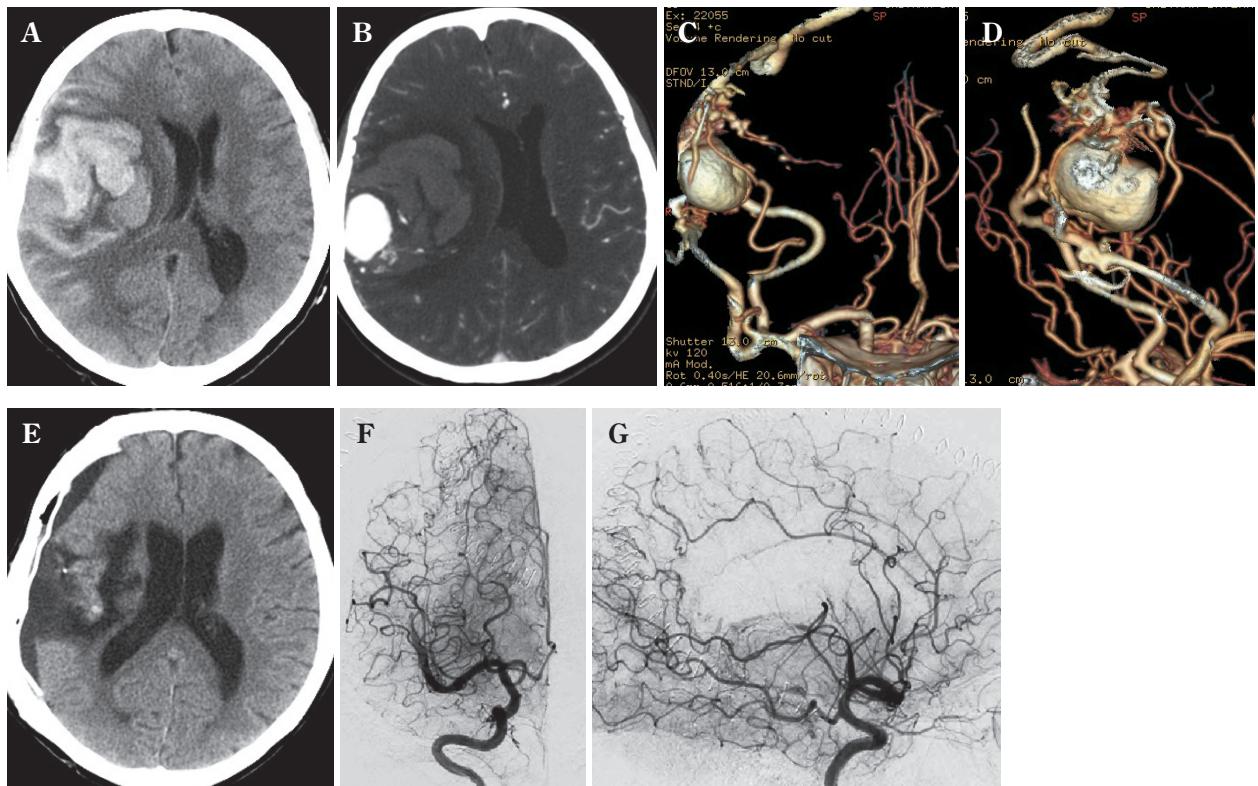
A : CT scan on admission showing a huge intracerebral hematoma in association with severe midline shift.
